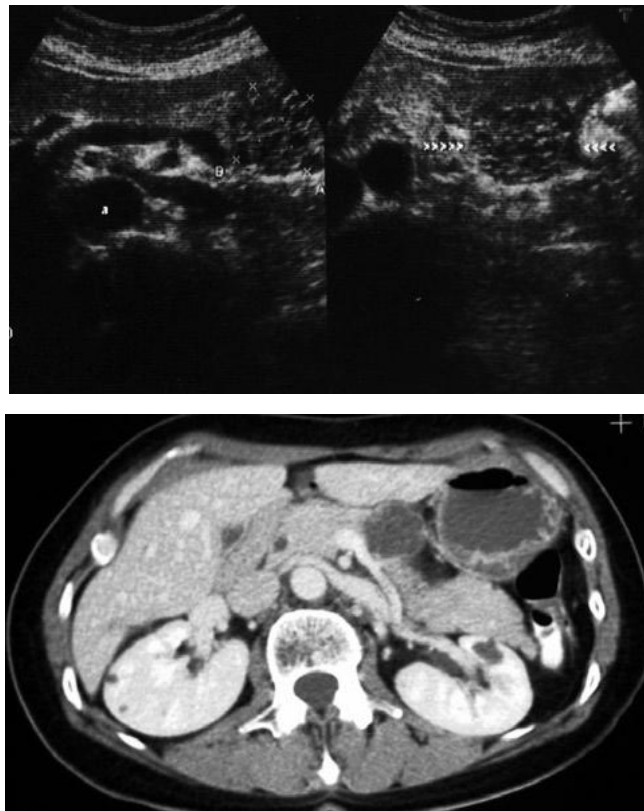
Le immagini ECO e TC mostrano una ben circoscritta lesione policistica di 35 mm del corpo del pancreas con sottili setti all'interno.
